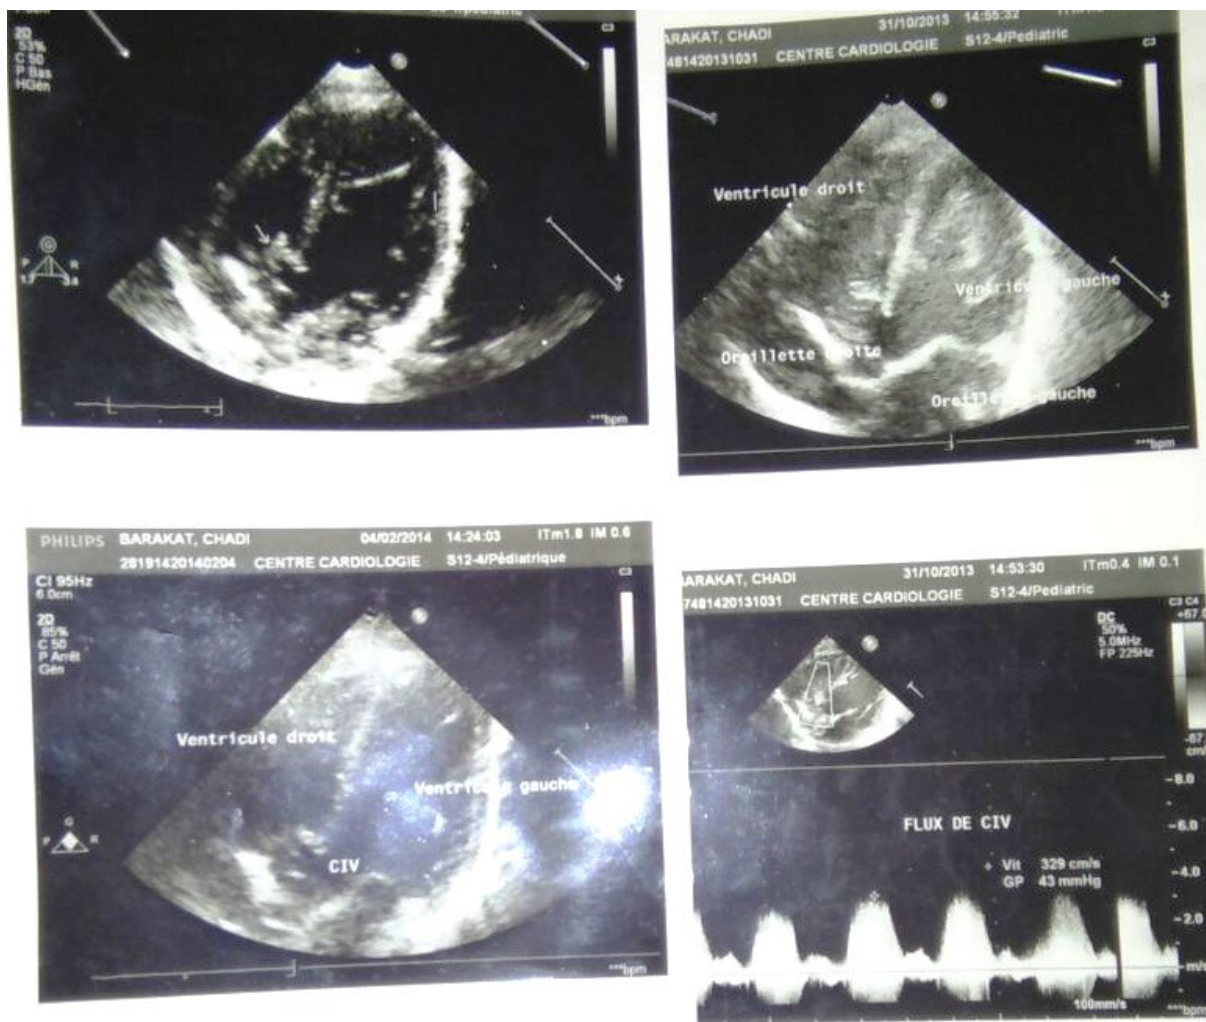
Echocardiographie montrant une CIV chez un enfant porteur de T 21
